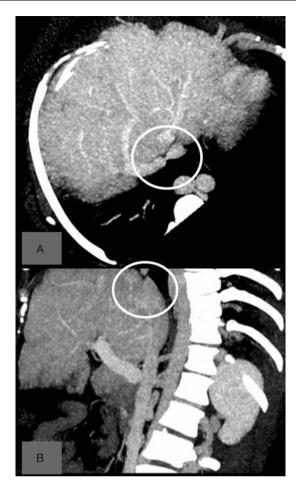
TC abdominal. Estenosis VCI. A) Axial. B) Sagital.
